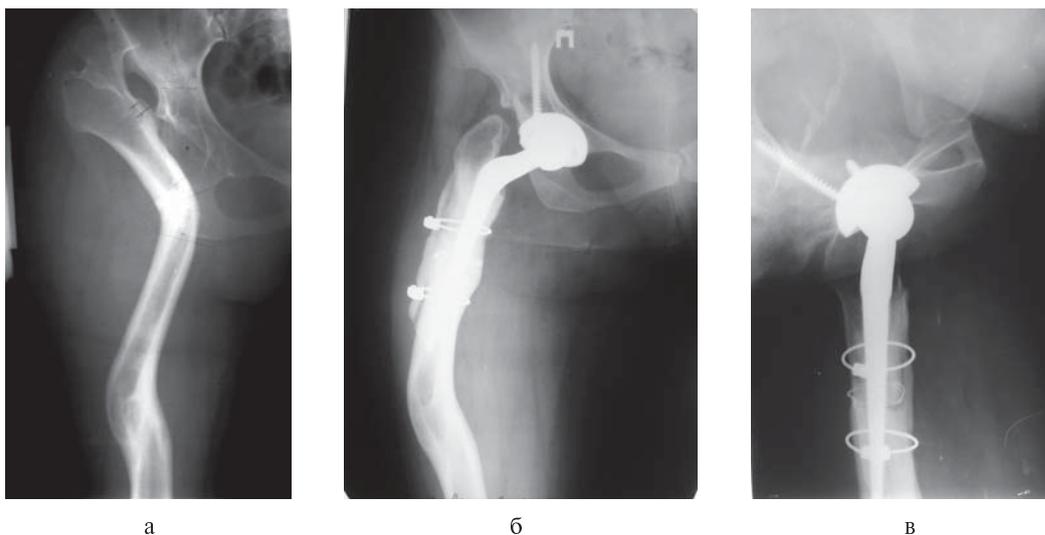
Рентгенограммы больной А.: а – до эндопротезирования тазобедренного сустава; б, в – спустя 3 года.
